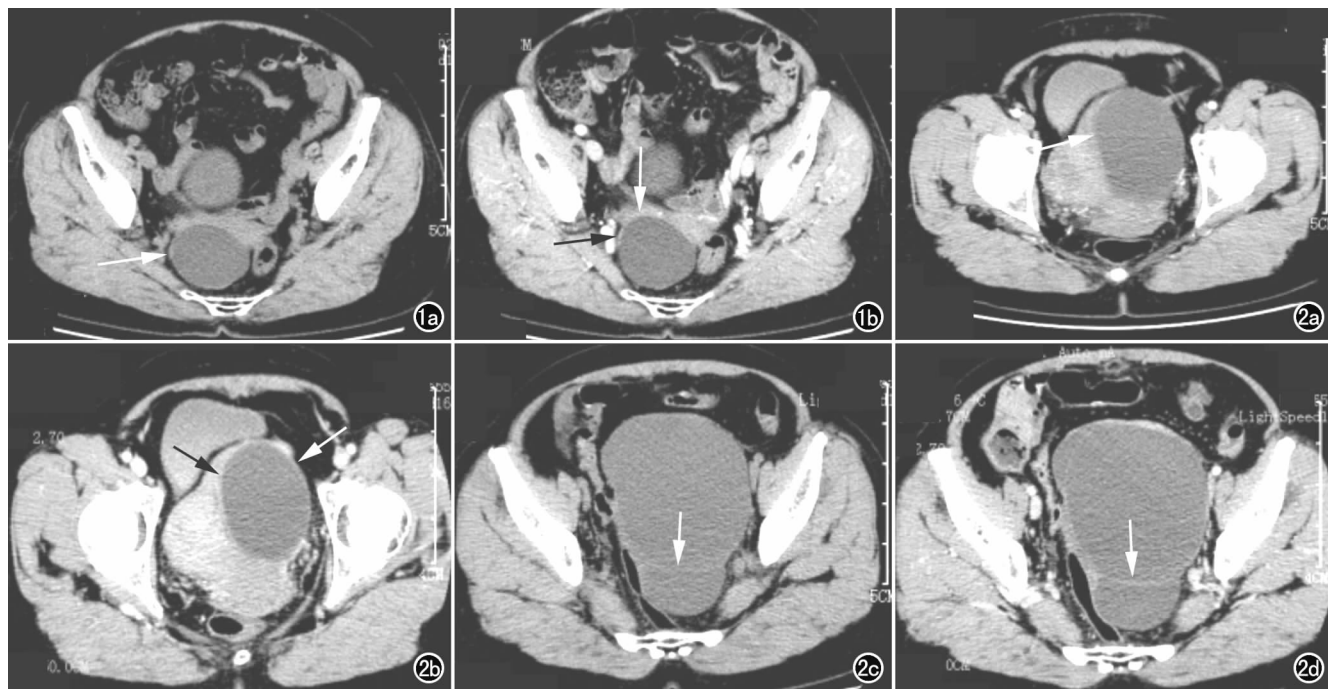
右侧输卵管系膜囊肿。a) CT 平扫示盆腔内子宫右侧阔韧带后下方卵圆形囊性肿块(箭),边界清楚,囊壁菲薄,囊液清晰;b) CT 增强扫描示囊壁轻度强化(黑箭),子宫阔韧带呈“抱球”征(白箭)。图 2 左侧输卵管系膜囊肿。a) CT 平扫示盆腔内子宫左侧阔韧带前上方卵圆形囊性肿块(箭),边界清楚,囊壁菲薄,囊液清晰;b) CT 增强示囊壁轻度强化(白箭),子宫阔韧带呈“抱球”征(黑箭);c) CT 平扫另一层面示卵圆形囊性肿块内见细线样分隔(箭);d) CT 增强扫描另一层面示囊壁及囊内细线样分隔轻度强化(箭)。
